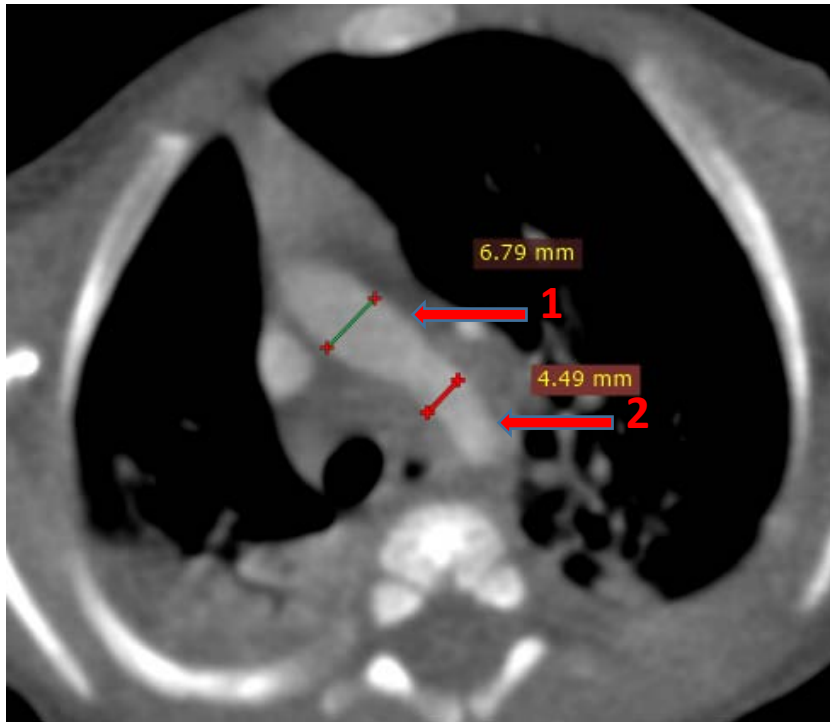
TDM thoracique, en coupe axiale : arc aortique gauche hypoplasique mesurant 4.49 mm de diamètre avec dilatation aortique en aval mesurant 6.7 mm chez nourrisson de 3 mois (service de radiologie CHU Mohamed VI Marrakech).
